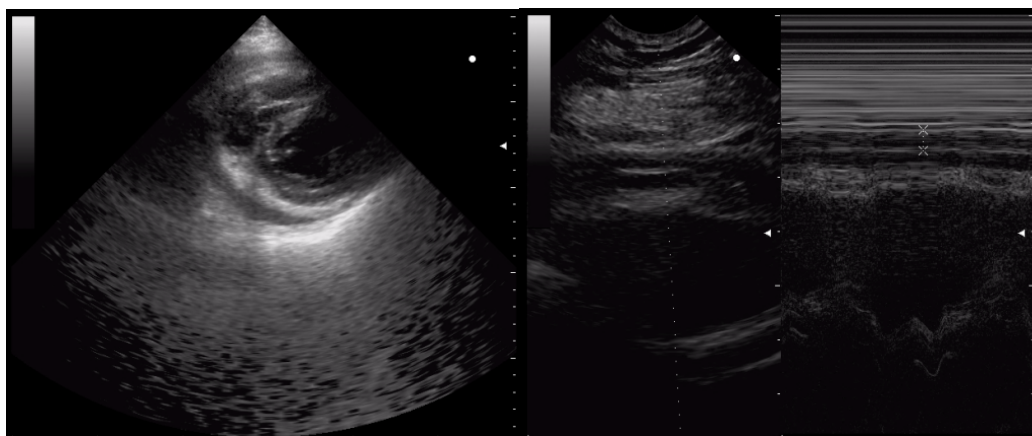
Данные эхокардиографии больного С. от 14.12.2010 года
